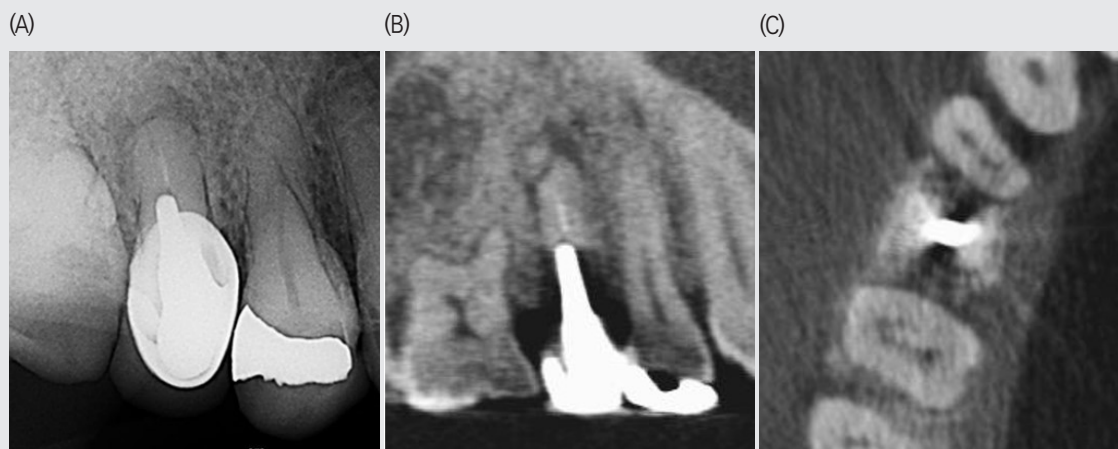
CBCT 영상에서 관찰되는 Artifact
